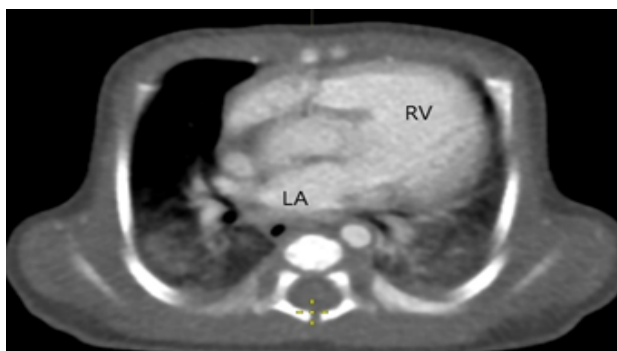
КТ-ангиография. Соединение левого предсердия с правым желудочком. LA – левое предсердие, RV – правый желудочек
